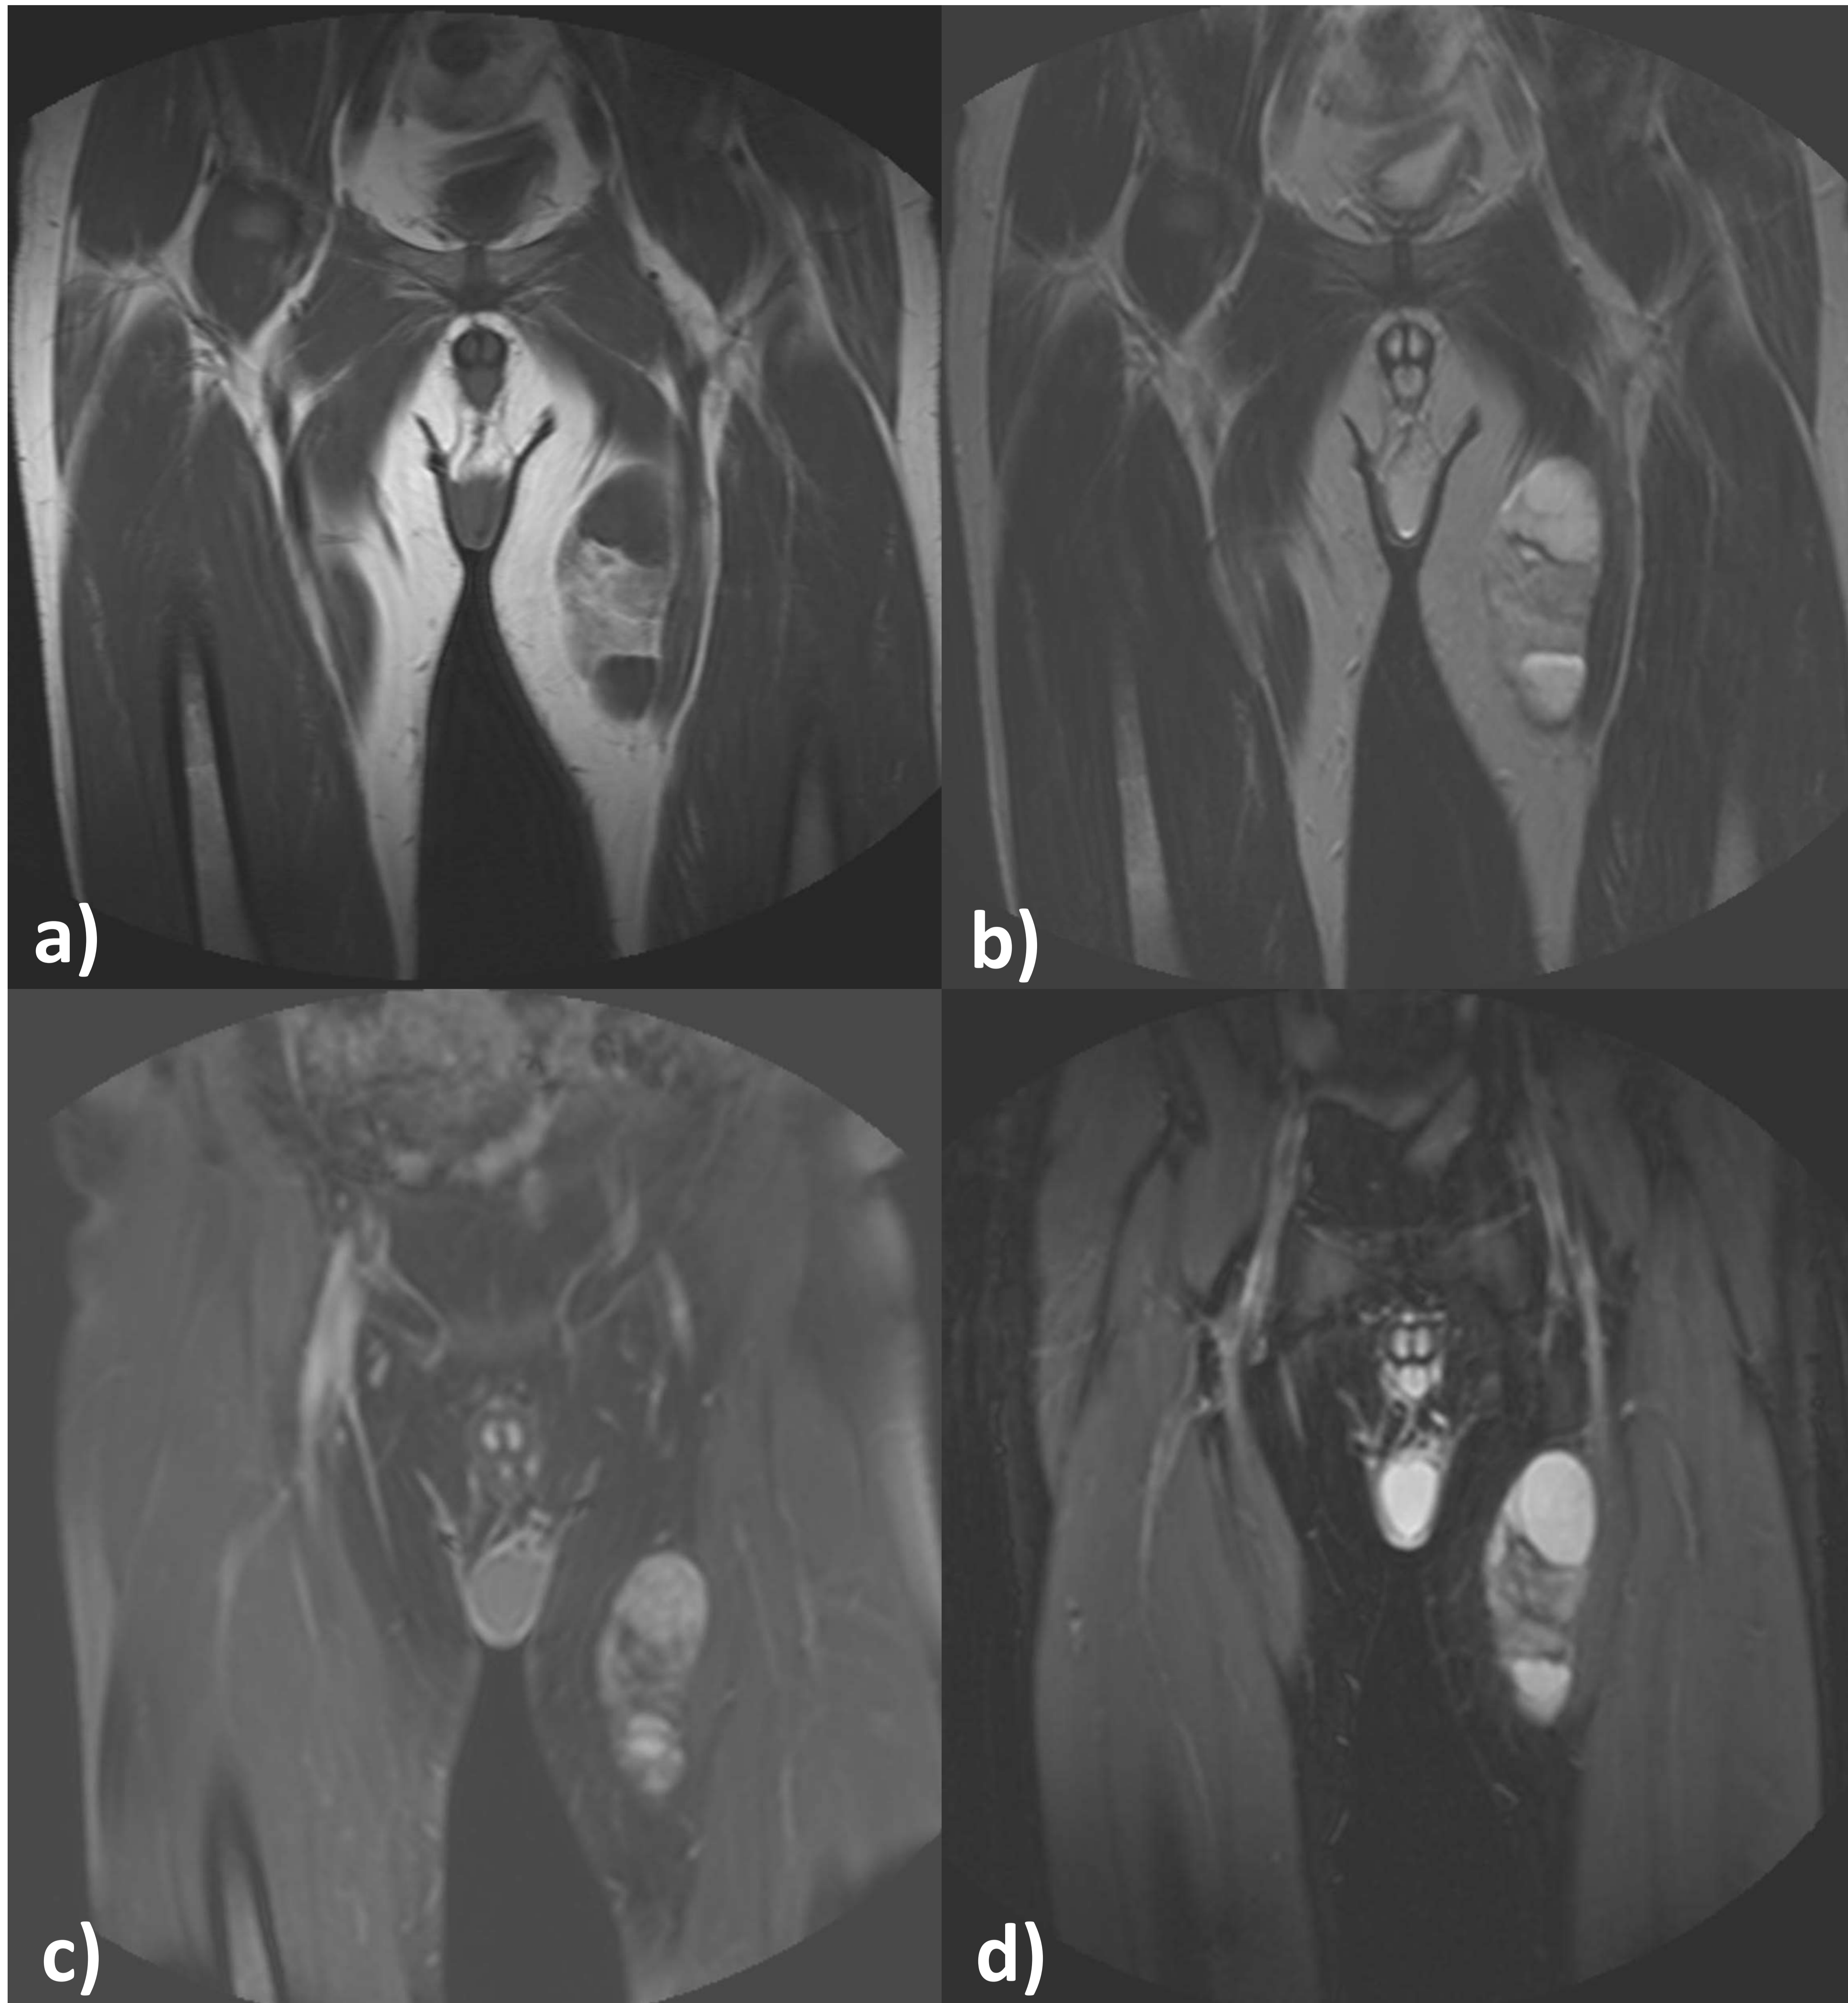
El mismo liposarcoma de la figura 15, visto por RM. a) T1 y b) T2, donde se identifica en la masa una zona central de intensidad similar a la grasa, con unos polos que realzan tras la administración de gadolinio en c) y no se suprimen en las secuencias STIR d), en relación con el componente mixoide de la lesión.
